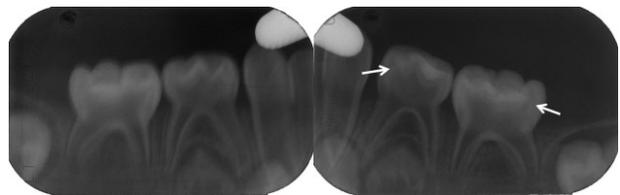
Initial periapical views at 2 years and 1 month old. Note large pulp chambers of primary teeth and pulp horns extend to the dentinoenamel junction(arrow).
